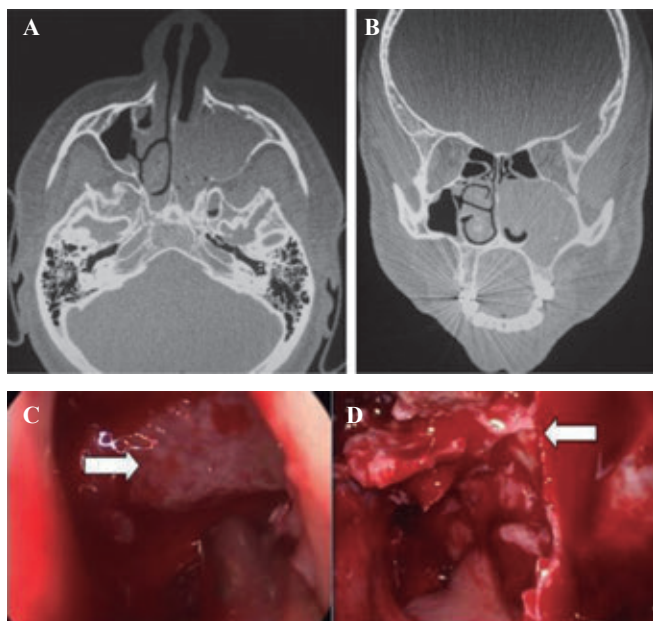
A y B. Tomografía computada de nariz y senos paranasales con tumor en el área IV izquierda y el seno maxilar ipsilateral, expansivo, con inclusiones óseas y destrucción de la pared lateral nasal. C. Imagen endoscópica del tumor nasal en la fosa nasal izquierda. D. Maxilectomía media izquierda endoscópica.
